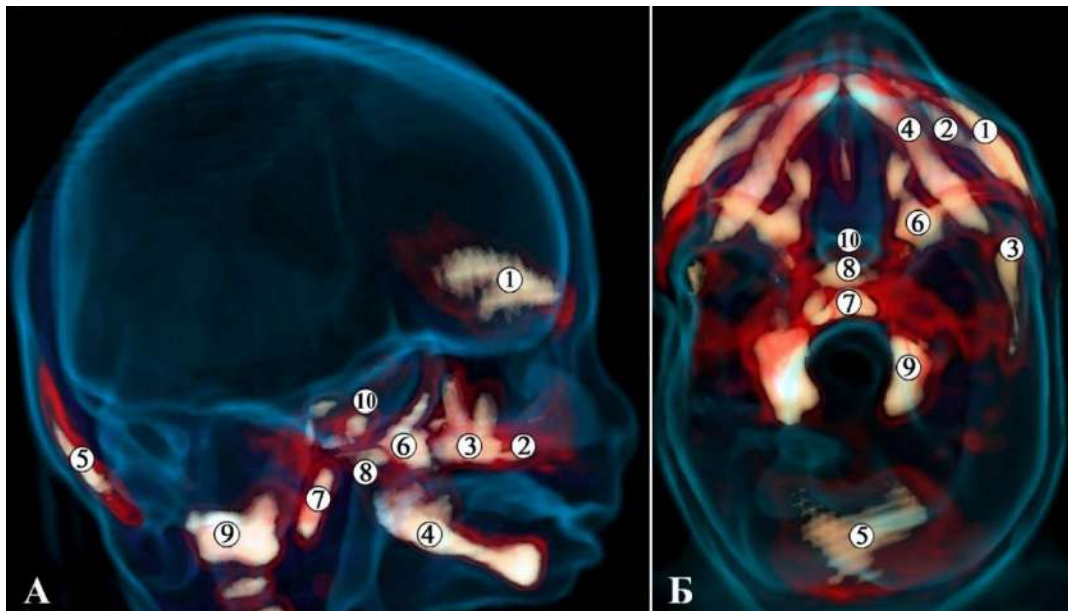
3D КТ черепа 4-місячного плода людини. Осередки осифікації зображено жовтим кольором. А – права бічна проекція (зб. $\times 1,2$); Б – верхня проекція (зб. $\times 1,0$):
